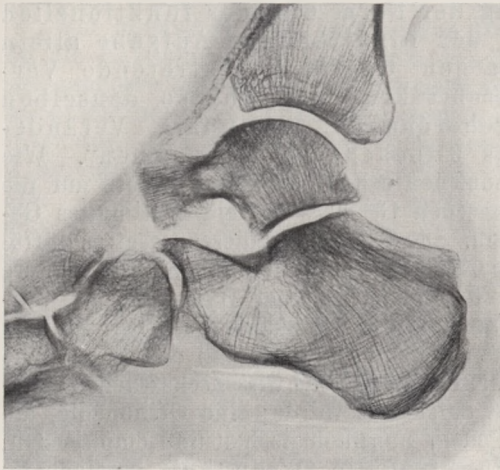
Röntgenbild einer halbzentimeterdicken Scheibe eines Gefrierpräparates von einem normalen Fuß.
